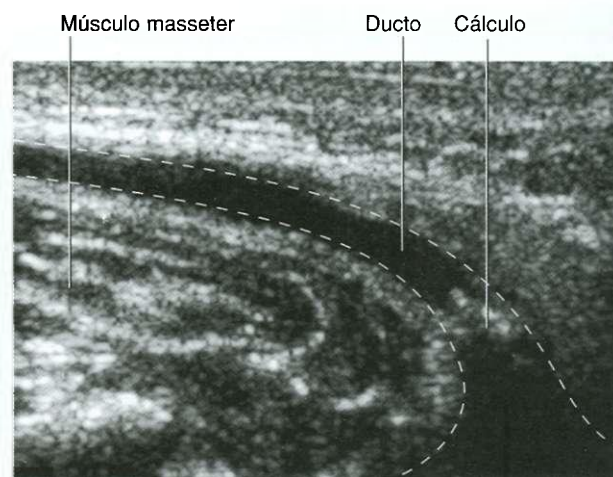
Ultra-sonografia (incidência axial), demonstrando cálculo em um ducto parotídeo dilatado.
